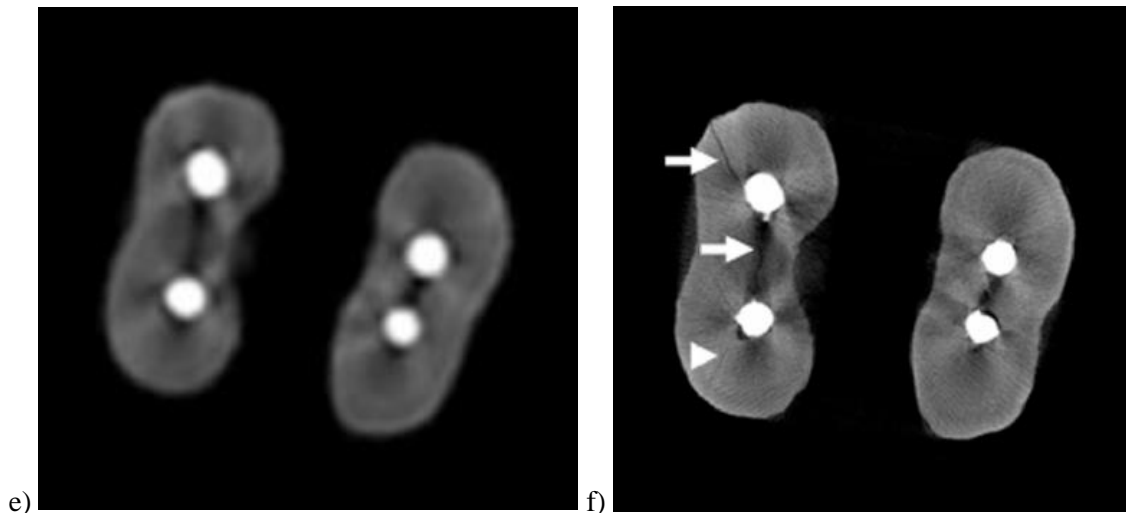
Différences de qualité de segmentation en fonction des conditions de l'examen CBCT a) germes déposés sur un examen μ CBCT in vitro d'une prémolaire traitée endodontiquement b) détection précise des structures anatomiques avec la flèche noire pointant une segmentation fine des matériaux intra canaux c) germes déposés sur un examen CBCT en clinique d'une molaire présentant une résorption cervicale d) détection peu précise des structures anatomiques avec la flèche noire en bas à droite présentant une détection erronée de la dent en place de l'os cortical lingual et l'autre flèche présentant une détection erronée de l'os en place de la pulpe e) image CBCT (voxel : 80 microns) d'une dent fêlée f) image micro CBCT (voxel : 8 microns) de la même dent fêlée avec flèches blanches indiquant la fêlure (129).
